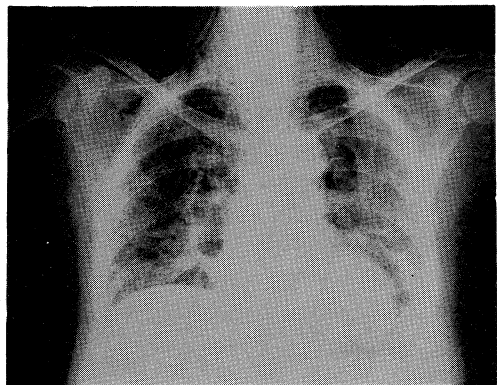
Chest X-ray film on second admission shows a progress of interstitial pneumonia and mediastinal emphysema.
